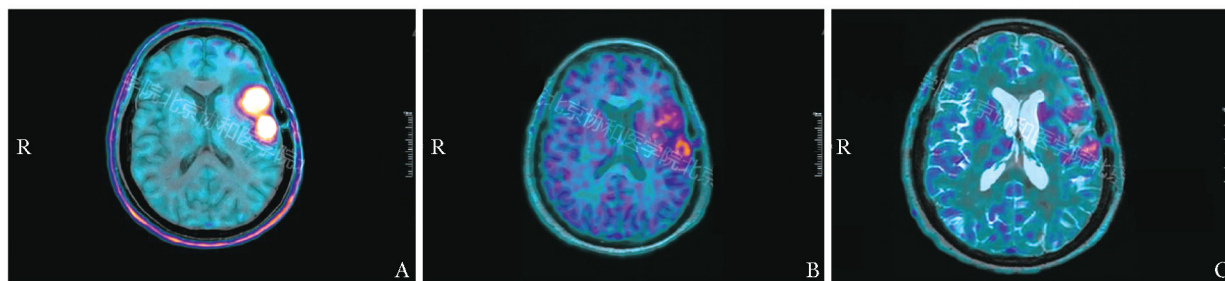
73 岁左颞叶复发性 IDH 野生型胶质母细胞瘤女性患者¹⁸F-FET PET/T1 加权成像的 PET/MR 融合图
